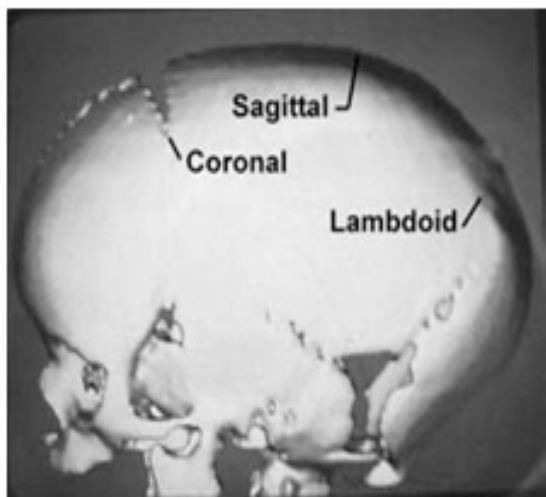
Three dimensional CT of the skull of an infant with sagittal synostosis. Note that the sagittal suture is elongated between the coronal and lambdoid sutures. Courtesy S. Schneider, MD
